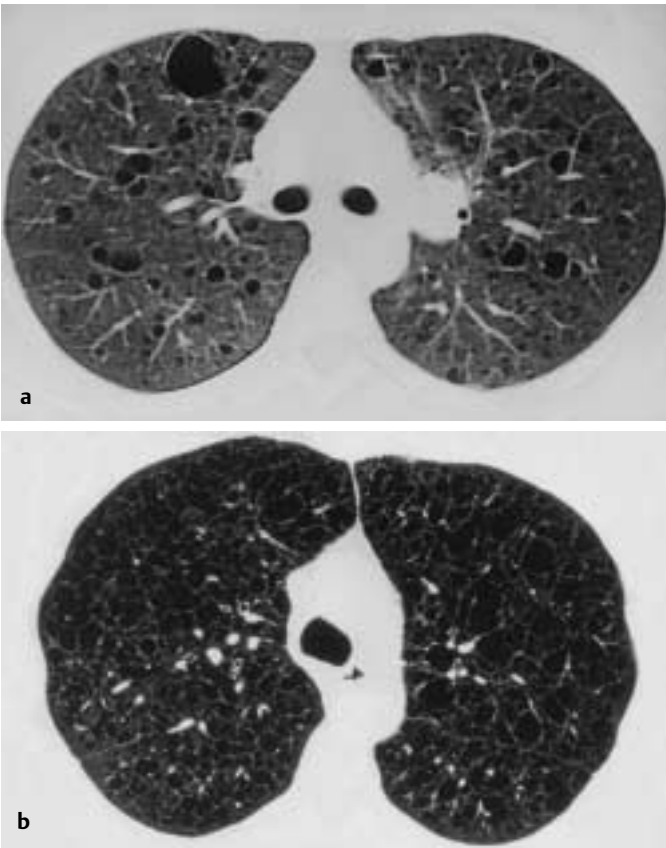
CT-Thorax bei LAM: multiple dünnwandige Zysten a) frühes, b) spätes Stadium.
